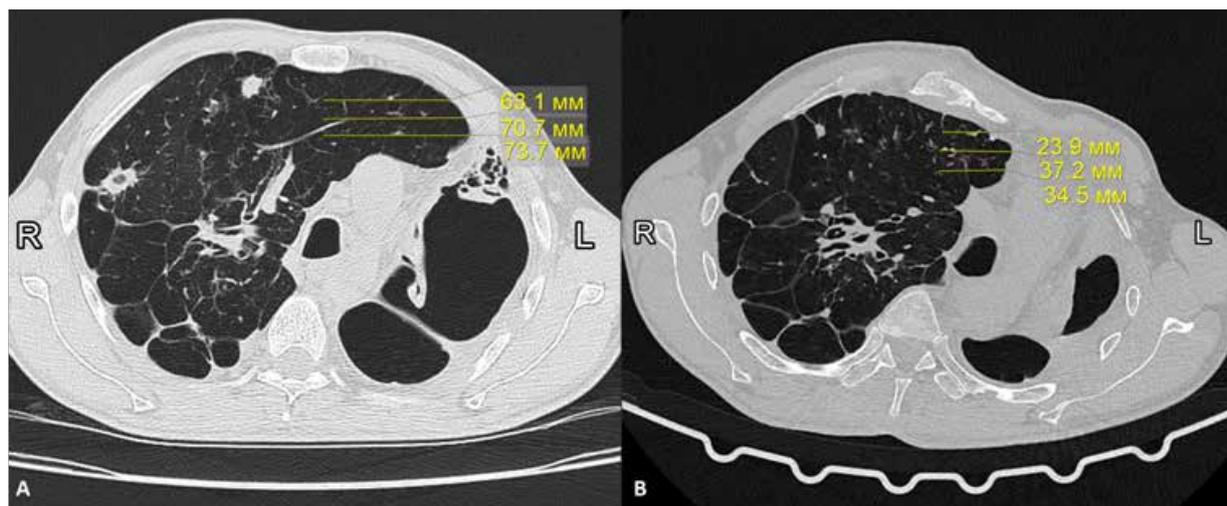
КТ ОГК у пациента Ш. до (А) и через 3 месяца после (В) ТОГБ с ППС.
